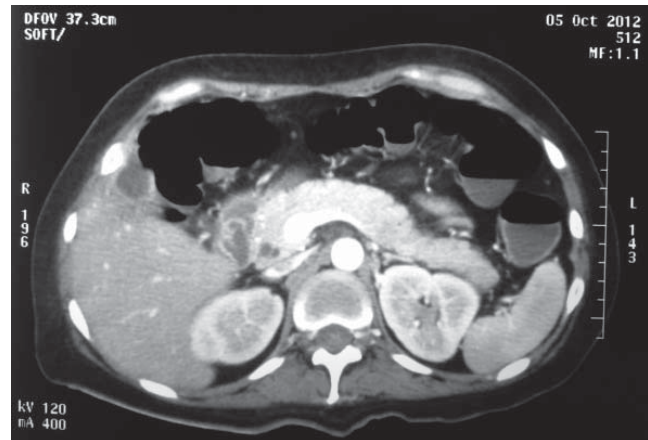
Tomografía de Abdomen, no se aprecian lesiones focales, necrosis ni colecciones peripancreáticas. Baltazar A.
